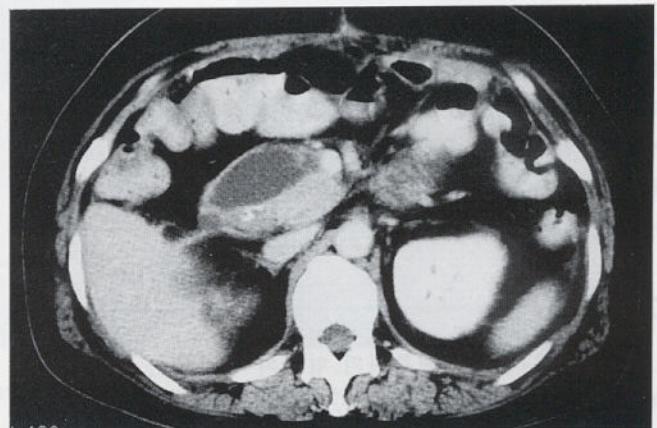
CT scan through the level of hepatic angle region reveals the most caudal portion of the abscess lying anterior to the 2nd portion of duodenum and pancreas head.
